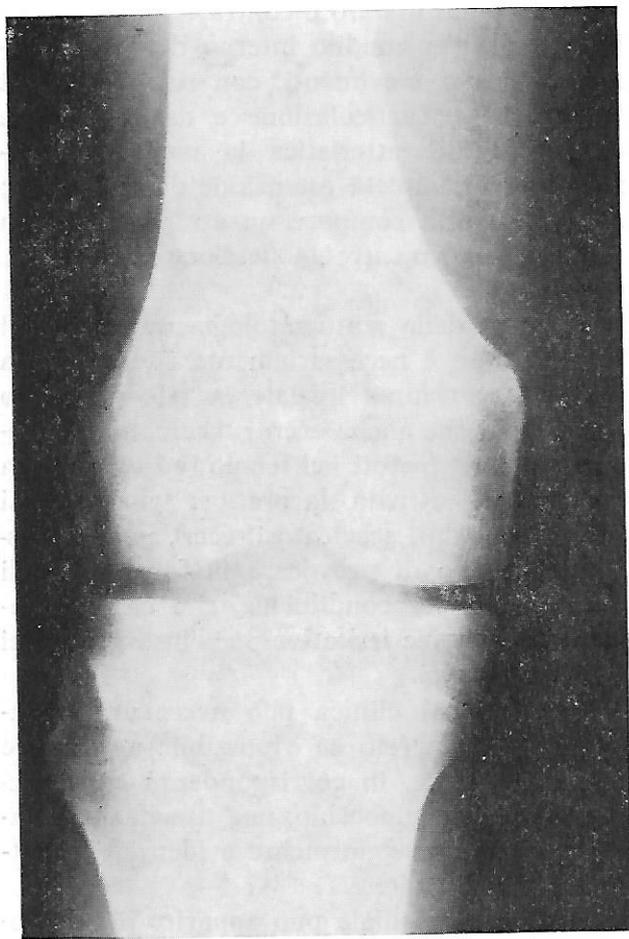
Caso n. 1: esame radiografico del ginocchio destro eseguito a distanza di circa 40 giorni dal trauma. Proiezione antero-posteriore. Ossificazione paracondiloidea mediale a colata, di tipo superiore.
